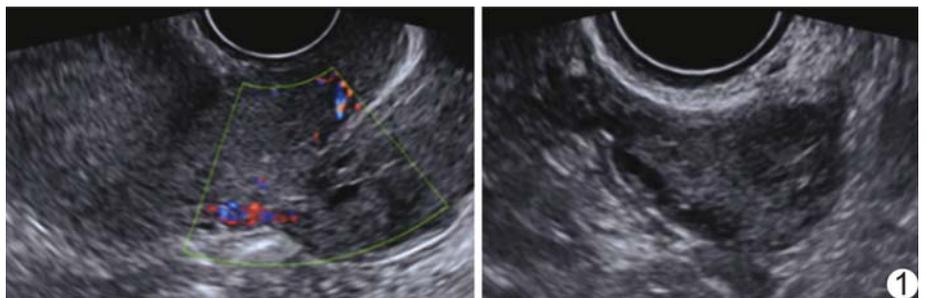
4 年前超声 子宫后方 4.2 cm×4.6 cm×4.7 cm 低回声包块, 与宫体之间见蒂状相连, 蒂上见少量血流信号, 左侧卵巢回声无特殊
